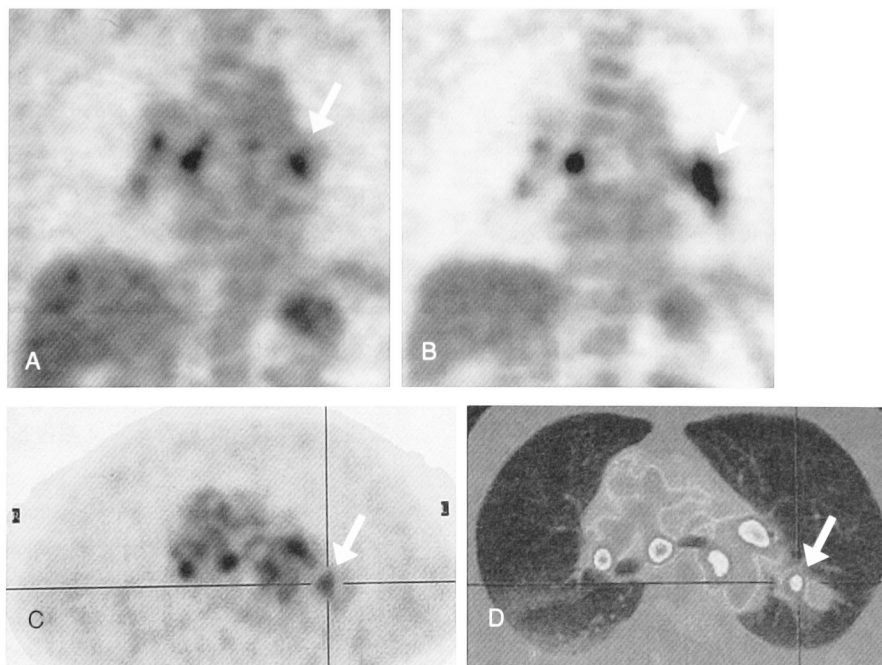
Increased uptake by ¹⁸F-FDG-PET was shown in left S⁶ (arrow), and lymph nodes on coronal views in July 2005 (A) and May 2006 (B), and on cross-sectional view (C) and fusion images (PET/CT) (D) in May 2006.
